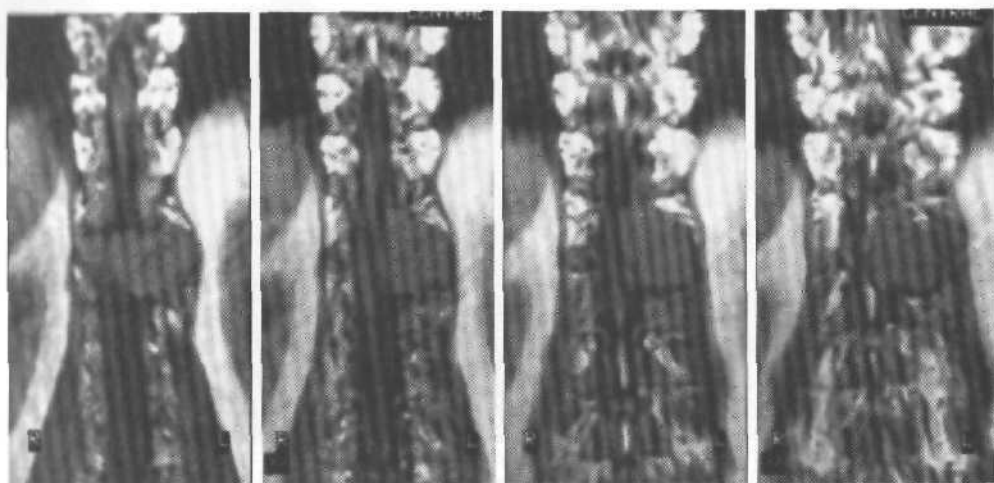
Фронтальные МРТ. Тубулярная аденокарцинома на уровне T_{11} — L_1 . Видна компрессия дурального мешка медиальным полюсом опухоли.
